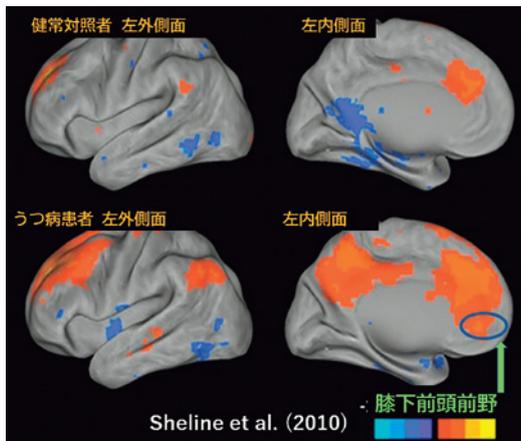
健常者とうつ病者のDMNの機能性MRIで調べた活動性を示す。うつ病では活動性が高まっている(下段)。
